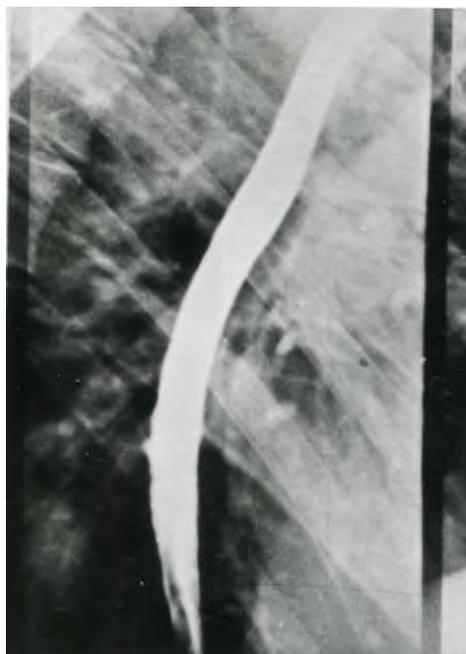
Рентгенограмма того же больного; варикозно расширенных вен пищевода не определяется
